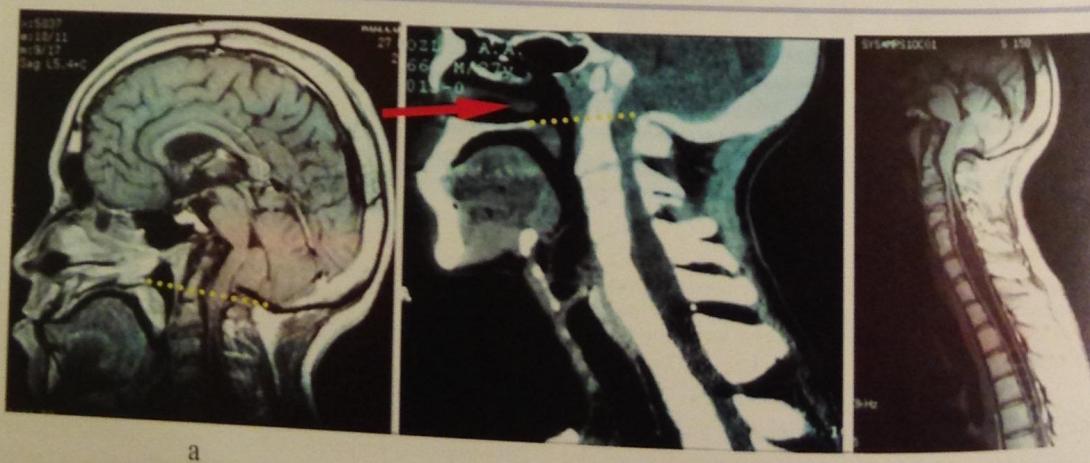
(наблюдение 2). Данные томографического обследования до операции.
